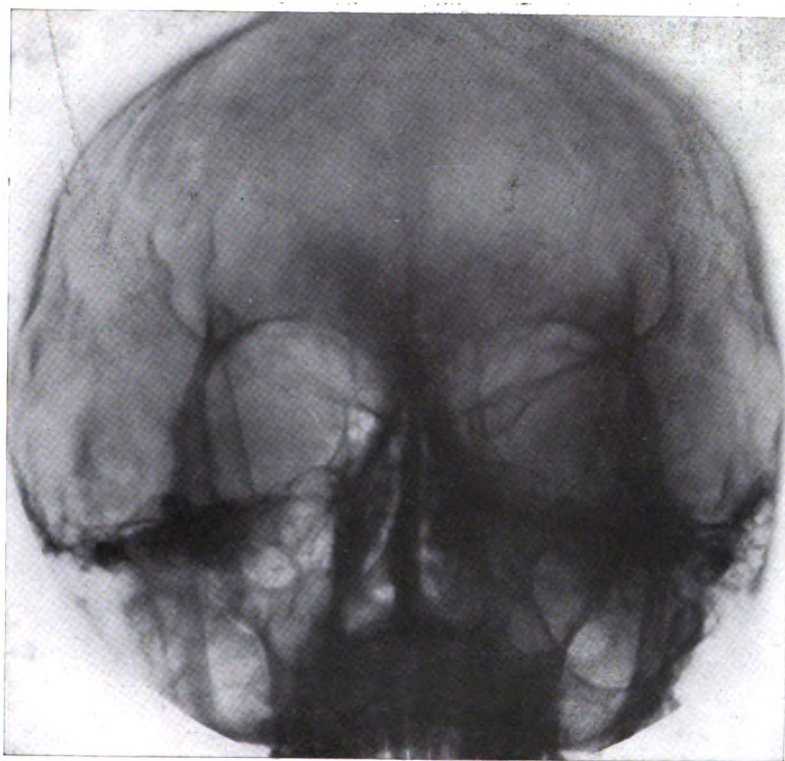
Radiographie de face. Ethmoïdite droite accompagnée d'une sinusité maxillaire du même côté.
